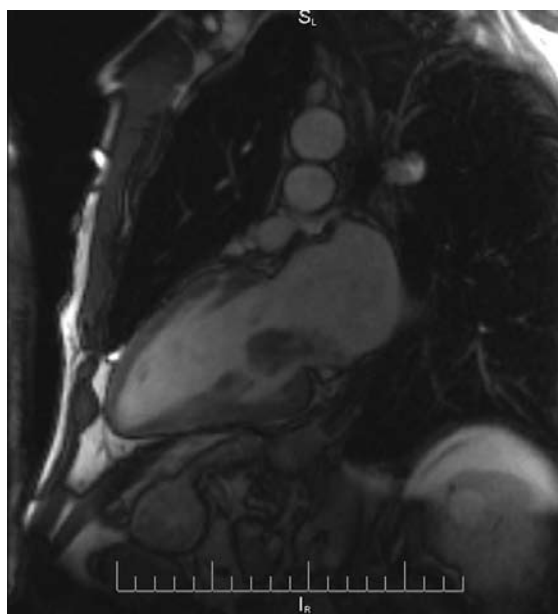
RMN cardíaca, incidência do eixo longo-2 câmaras, sequência “Steady State Free Precession” com 25 imagens por ciclo cardíaco. 3) diástole 4) sístole. Visualiza-se uma massa pediculada com origem na parede posterior da aurícula esquerda, prolapsante através da mitral para o ventrículo esquerdo.
